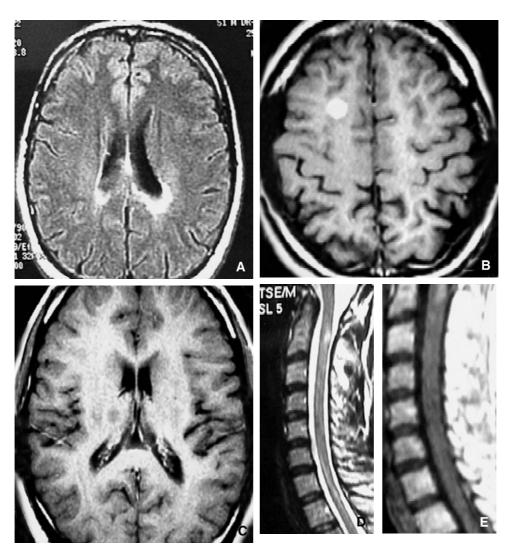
Images par résonance magnétique d'un patient atteint de sclérose en plaques. A. Séquence *fluid attenuated inversion recovery* FLAIR: lésions en hypersignal. B. Lésion rehaussée par le contraste en T1 après injection de gadolinium. C. Image en T1 sans injection: lésion en hyposignal. D. Hypersignal intramédullaire (en écho de spin turbo). E. Lésion médullaire rehaussée par le contraste en T1 après injection de gadolinium.
